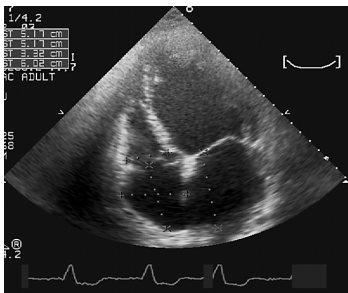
Ecocardiografia
